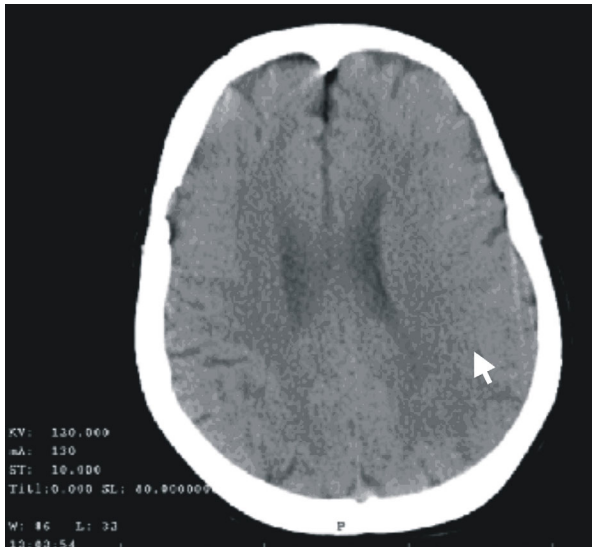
Tomografía de cerebro del Caso I que muestra signos indirectos de isquemia en el territorio de la arteria cerebral media izquierda.
